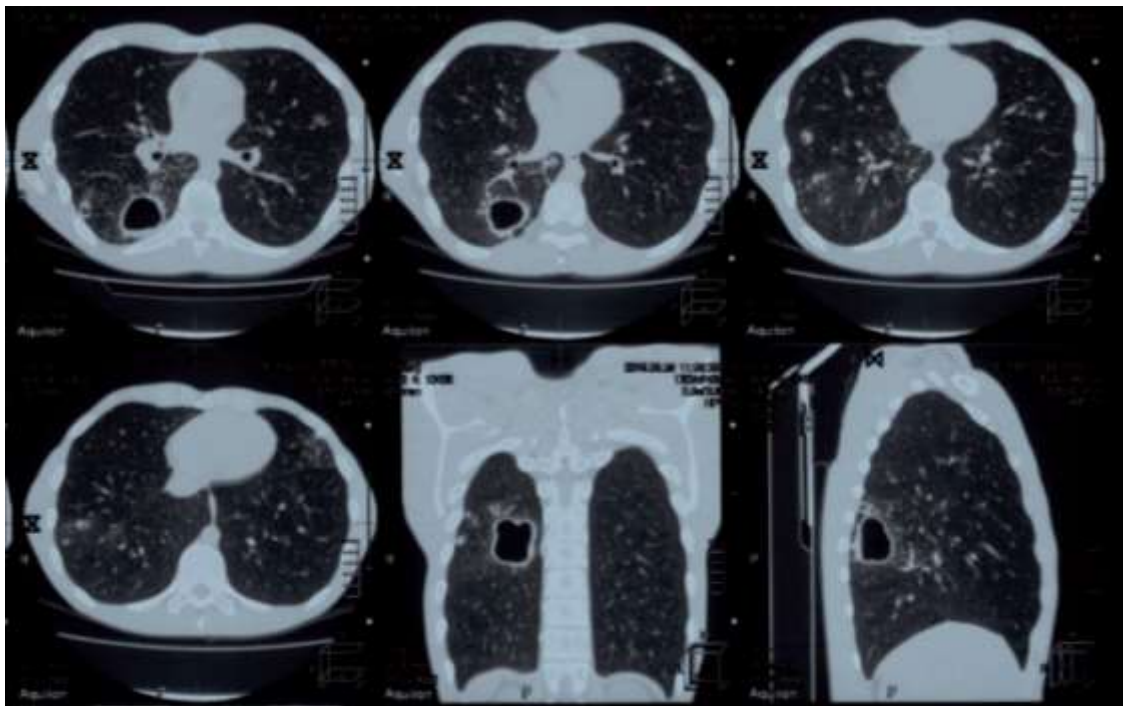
МСКТ ОГК пациента В., 25 лет, на момент поступления в ННИИТ. В S₆ справа крупная полость распада без содержимого, с уровнем жидкости в ней, с нечетким наружным контуром, с инфильтрацией вокруг и множественными очагами в легких
